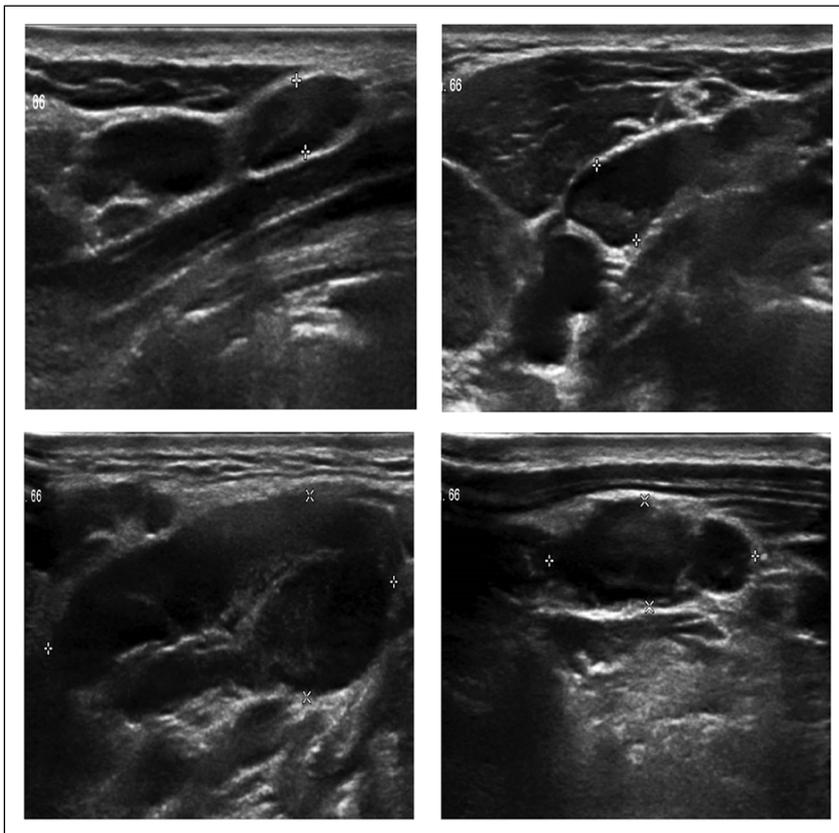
Ecografía partes blandas a las 3 semanas de inicio de sulfasalazina: múltiples adenopatías cervicales localizadas en grupos II de hasta 32 x 16 mm a izquierda y 43 x 15 mm a derecha, así como también en grupos III y V de hasta 24 x 8 mm a derecha.
